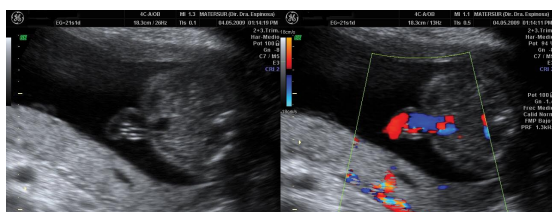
Inserción del cordón en pared abdominal íntegra. Con Doppler color se complementa.
